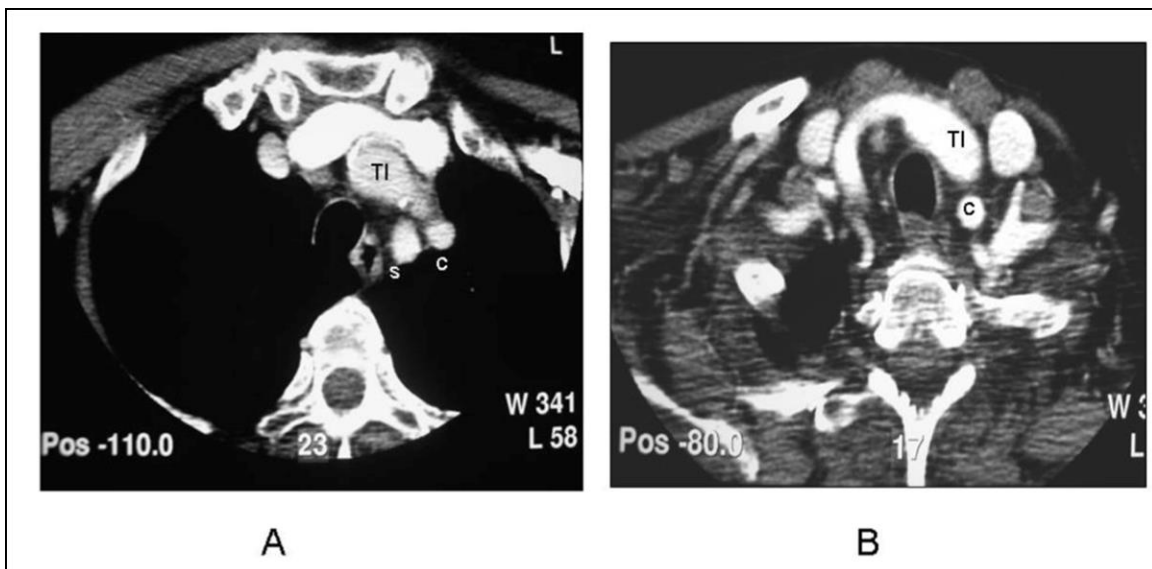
Tomografía computada de tórax con medio de contraste intravenoso. A: Imagen en proyección axial donde se visualiza el origen común de la arteria carótida izquierda (C) y del tronco innominado (TI); S: subclavia izquierda. B: Imagen en proyección axial a nivel superior donde se observa el tronco innominado que cruza la línea media a nivel del hueco supra-clavicular.
